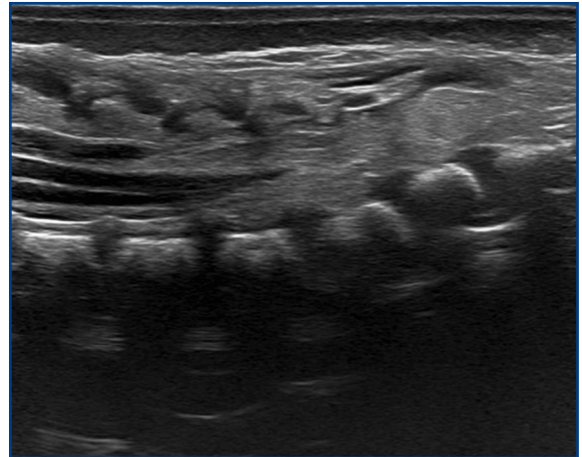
Ecografía lumbosacra. Anclaje medular en L5 con lipoma intradural L3-L5.
